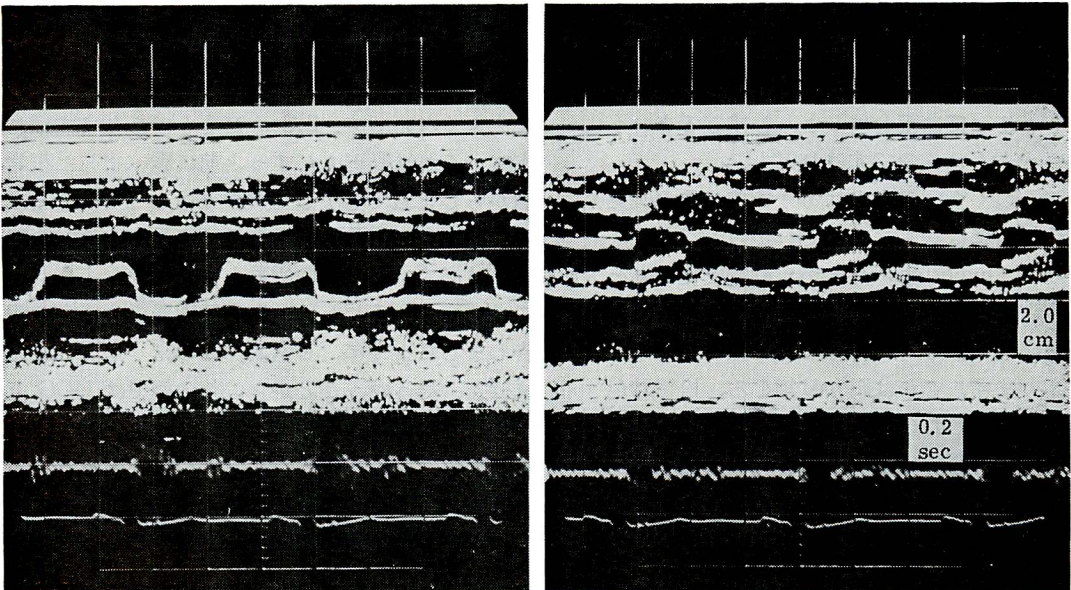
Echocardiograms.
